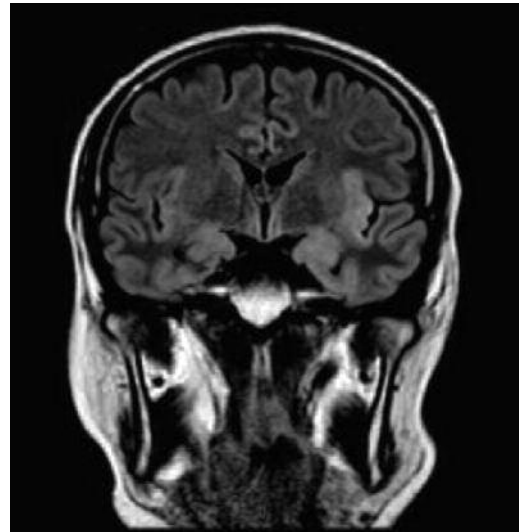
Immagine coronale FLAIR. Sfumata iperintensità di segnale a carico delle sedi di restrizione della diffusività, in sede temporo-insulare sinistra.
